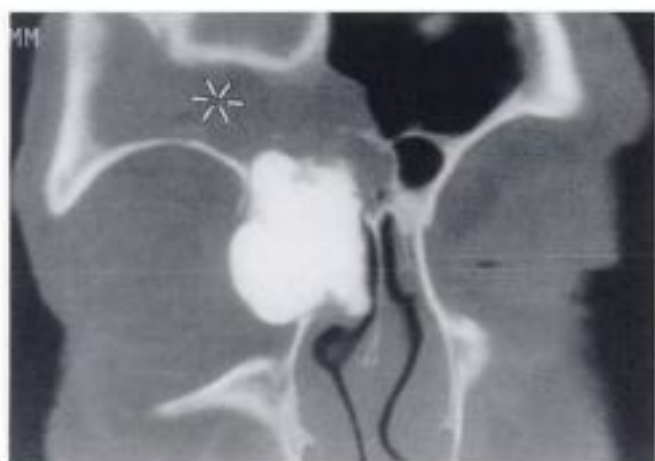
Ostéome fronto-orbitaire. Femme 59 ans; sinusite frontale droite non régressive. TDM : ostéome bloquant le canal naso-frontal; protrusion intra-orbitaire au canthus interne; sinusite frontale (étoile).
